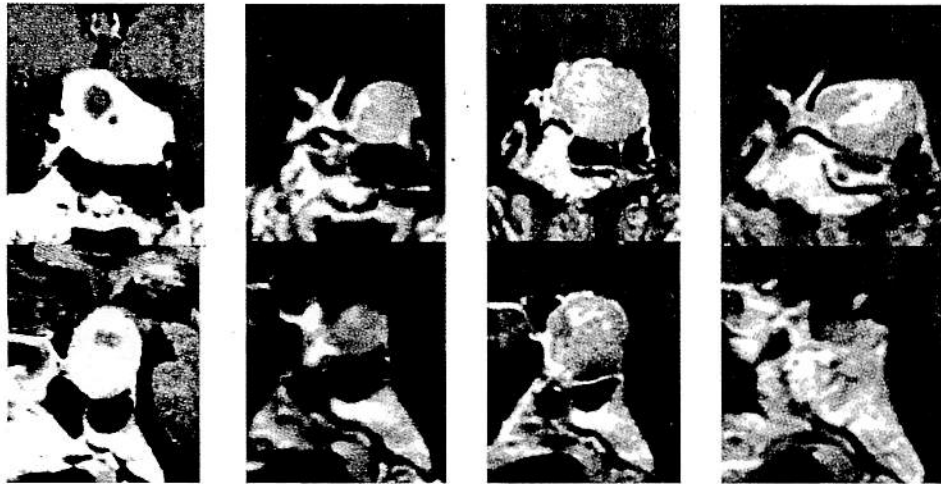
症例 9 (43 歳男性。非機能性下垂体腺腫) の頭部造影 MRI
